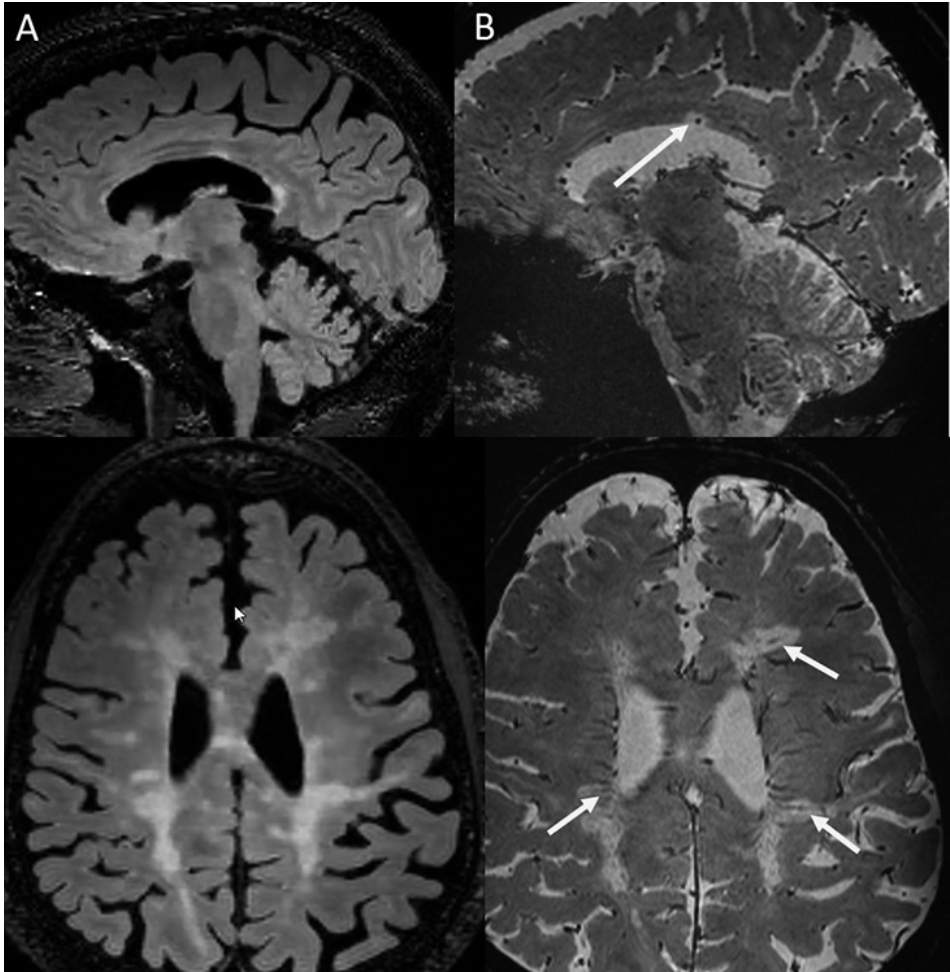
Imágenes 3D T2-FLAIR en planos sagital y transversal (A) y 3D EPI GRE (B) en un paciente con EMSP. Se observa el SVC en diferentes placas desmielinizantes periventriculares y en el cuerpo calloso (flechas).
